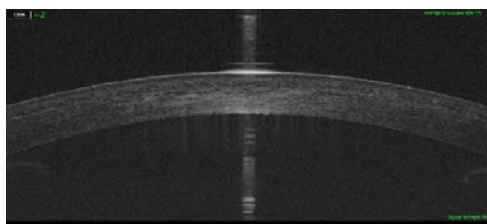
Данные оптической когерентной томографии роговицы правого глаза (В-скан). Щелевидная арелфлексивная полость на границе между кэп (Сар) и ложем
